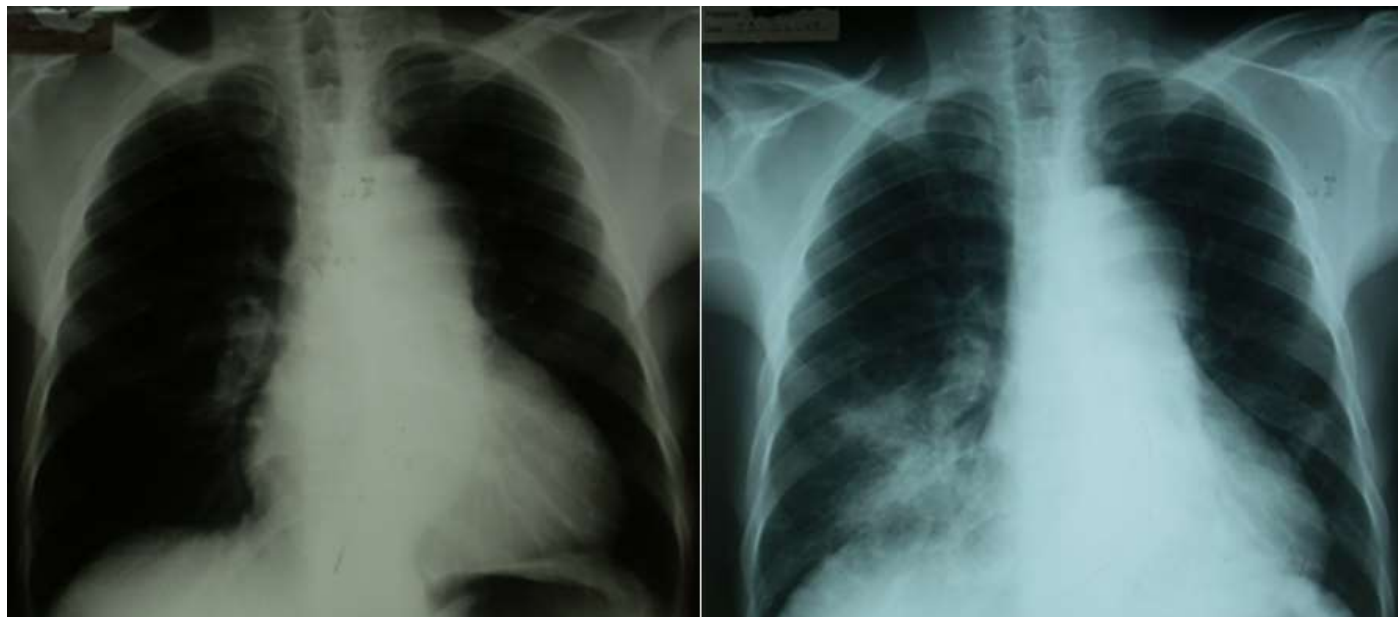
Radiographie de thorax initiale (gauche) et à J40 (droite)
